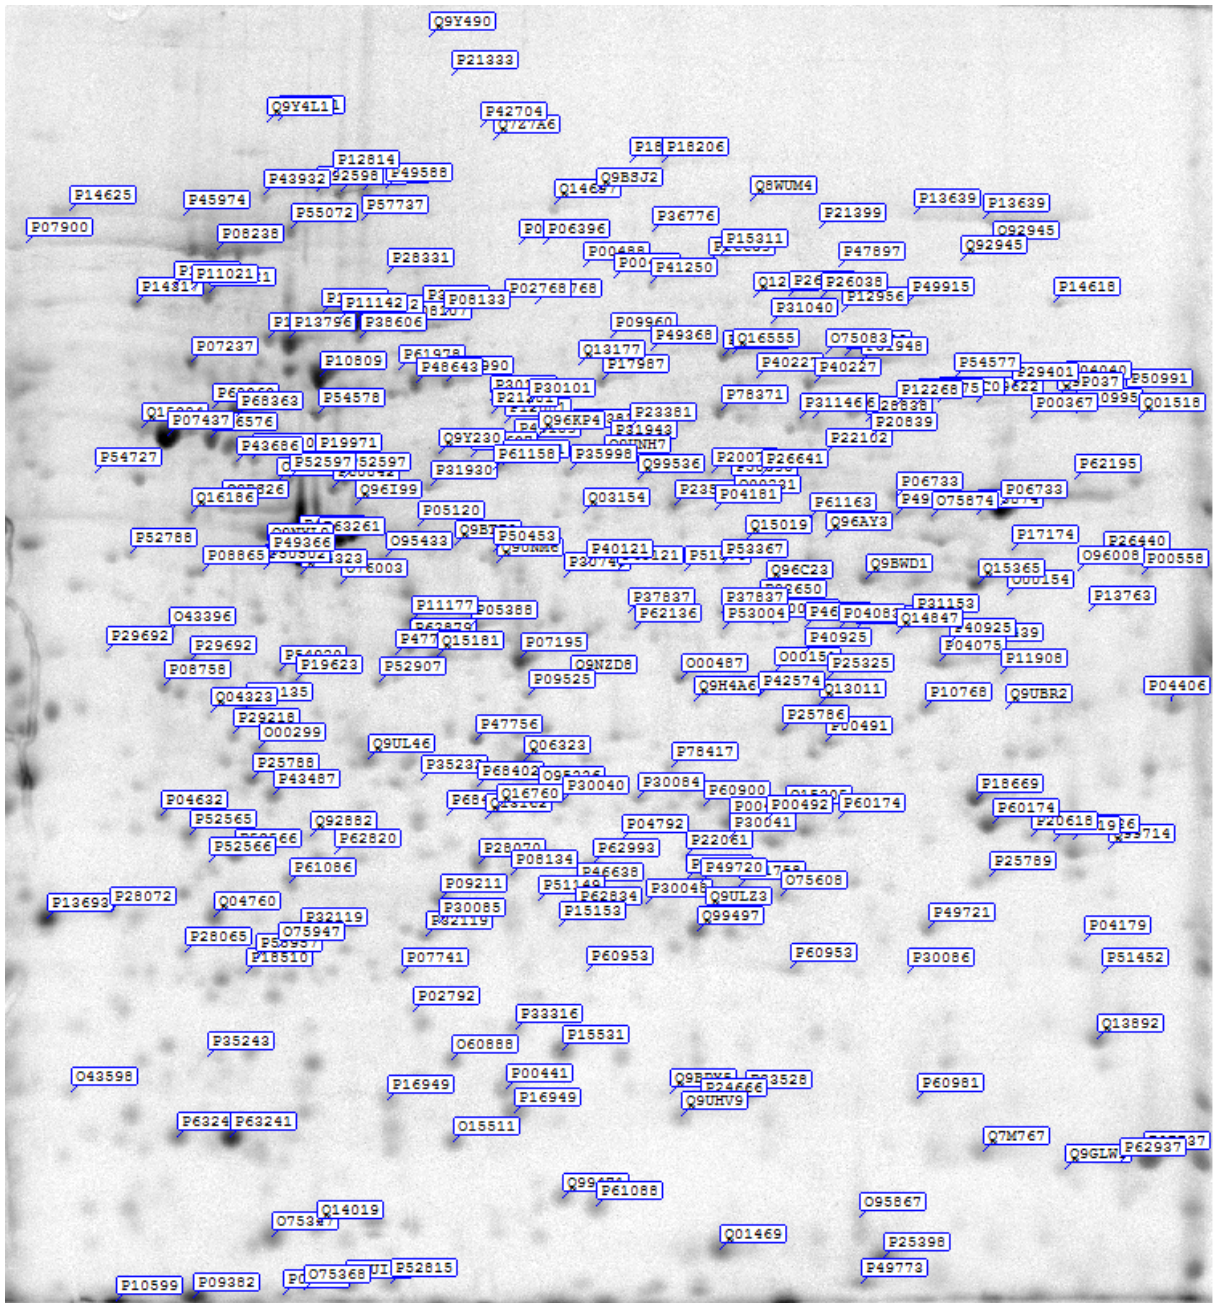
b), Jurkat-Zellen nach Scheinexposition, Protein-Synthesedarstellung (Autoradiographie)
